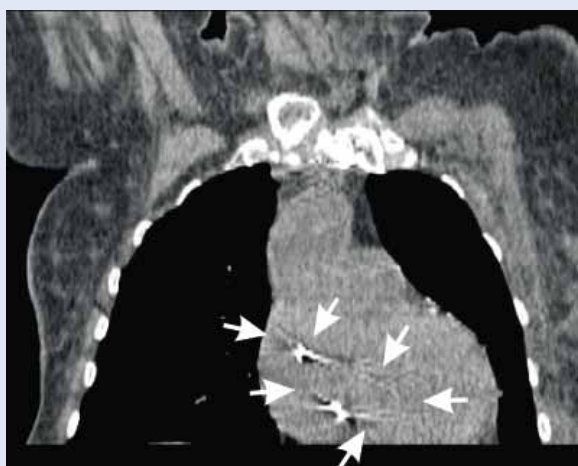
CT zobrazení drátěného fragmentu v úrovni horní duté žíly (oba konce smyčky)
